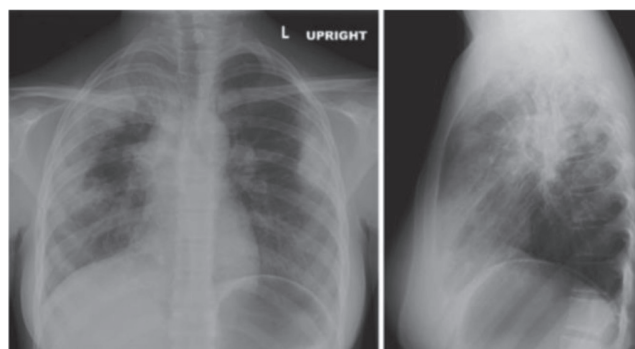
Двухсторонняя инфильтрация периферических отделов легких по результатам рентгенографии [21]
